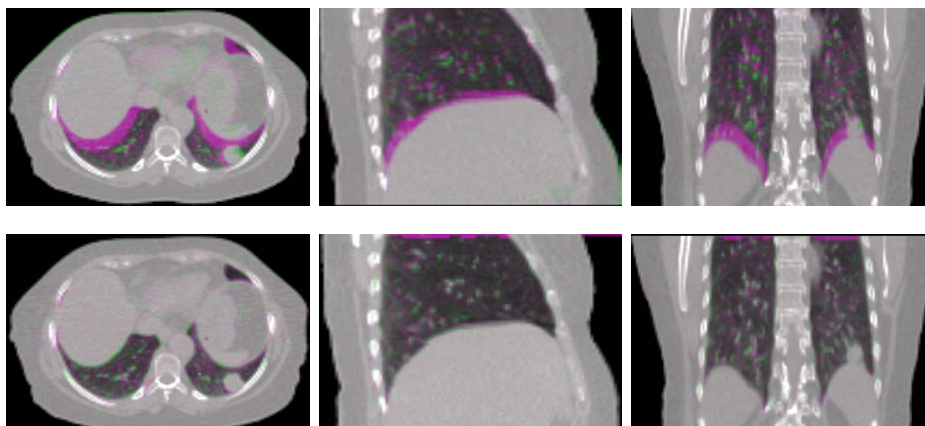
Résultats du recalage des démons diffeomorphiques entre  $CT_1$  et  $CT_4$  : Superposition des coupes axiales, sagittale et coronale, (a) avant recalage et (b) après recalage.
